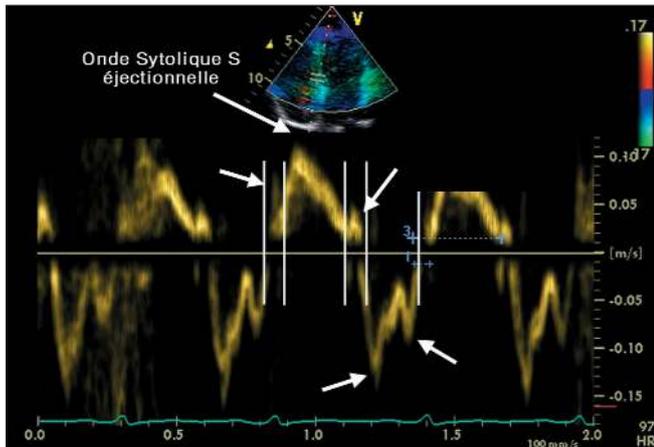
Spectre Doppler tissulaire enregistré à l'anneau latéral en Doppler pulsé permettant d'analyser la composante longitudinale du déplacement de l'anneau avec une première onde positive et fine correspondant à la contraction isovolémique, une onde systolique S contemporaine de l'éjection aortique, une troisième onde positive ou négative de relaxation isovolémique et deux ondes diastoliques E' et A'.
